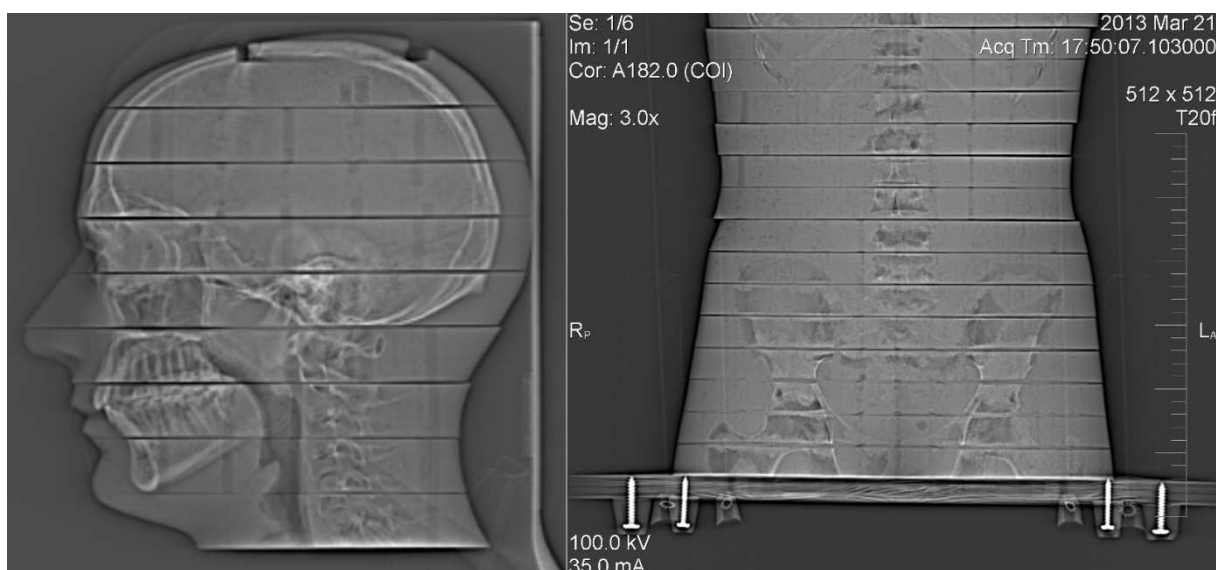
Fantom na CT.³⁷
